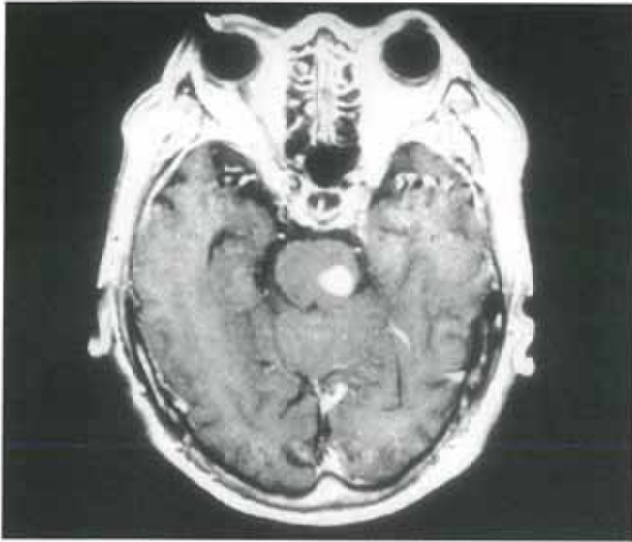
Case 2: T1-weighted MR image with contrast enhancement shows a metastatic tumor in the pons.
